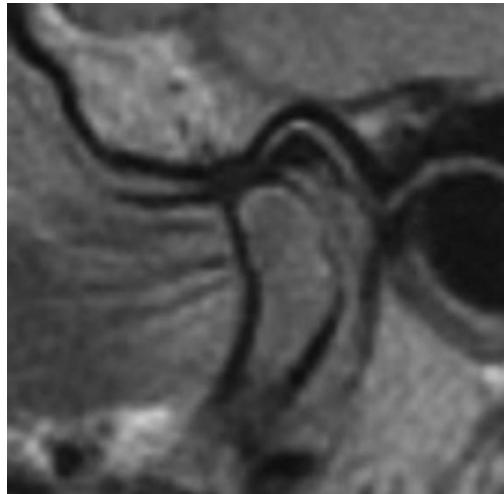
Síndrome del disco adherido*. Imagen de Resonancia Magnética donde se aprecia la adhesión del disco articular en la fosa mandibular pese al desplazamiento anterior del cóndilo mandibular.
